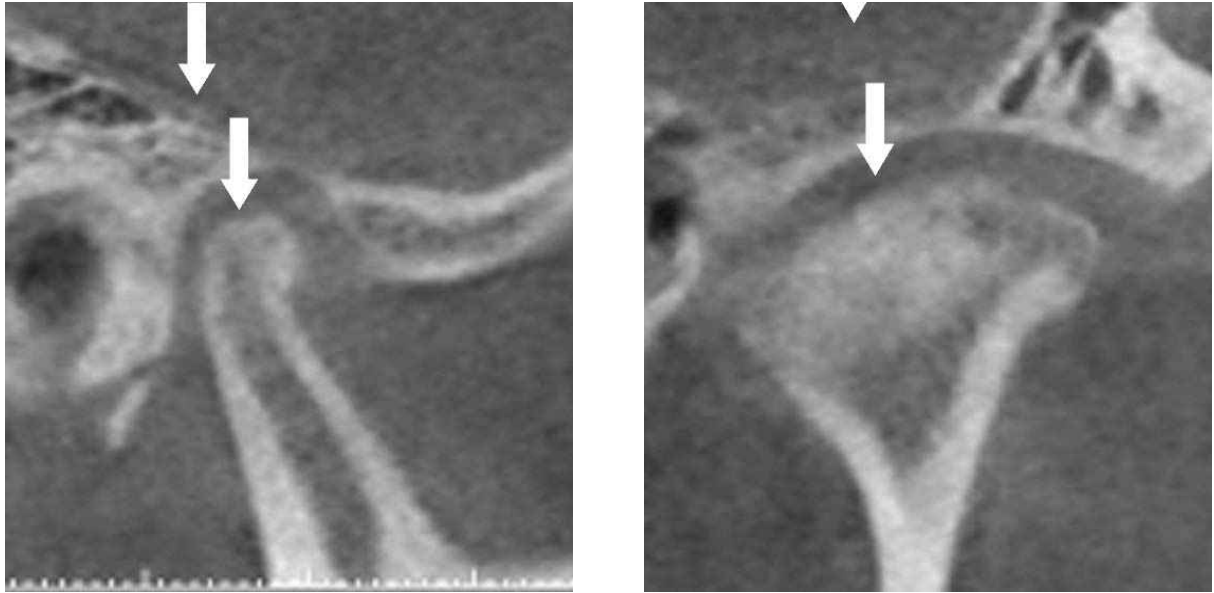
Sagittal and coronal reconstruction of CBCT images showing an osteophyte of the condyles(arrow).
